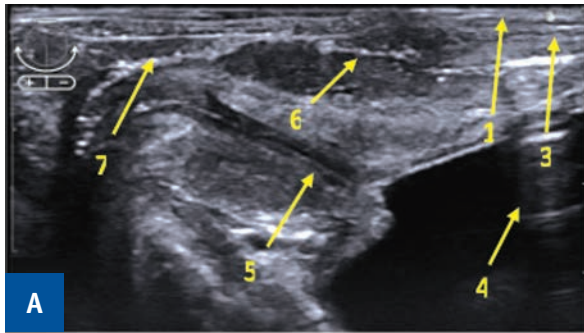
Эхограмма анального канала. А — 2D ЭРУЗИ, продольное сечение. Б — 3D ЭРУЗИ, сагиттальное сечение. 1 — стенка нижнеампулярного отдела прямой кишки, 2 — внутренний сфинктер, 3 — фрагменты ректовагинальной перегородки, 4 — просвет мочевого пузыря, 5 — уретра, 6 — просвет влагалища, 7 — дефект тканей передней стенки анального канала и задней стенки преддверия влагалища
